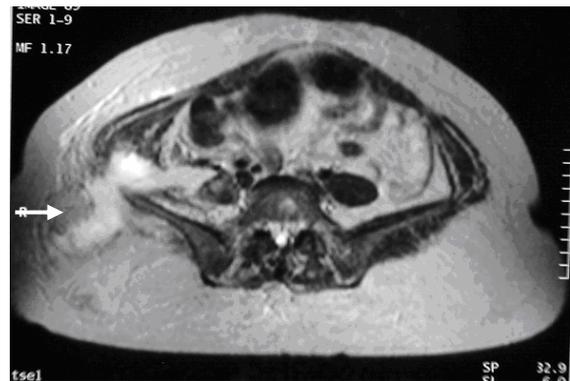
IRM coupe axiale (T2) : Collection en hypersignal T2 intéressant le muscle psoas droit et s'étendant en arrière au quadrant supéro-externe de la fesse droite et en avant à la paroi cellulo graisseuse antérieure.
